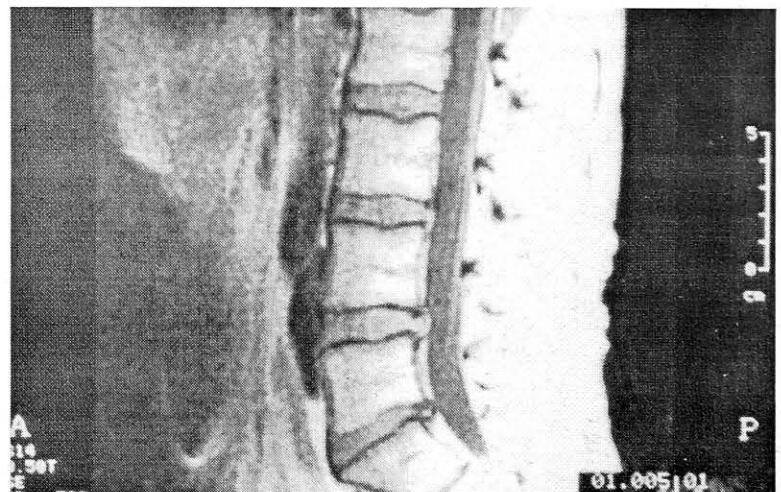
Протрузии замыкательных пластиинок тел L2, L3 позвонков.
